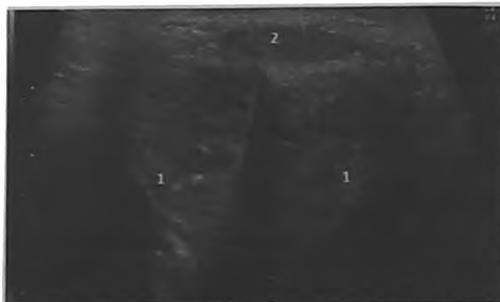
П., 24 г. Ишемический приапизм на фоне наркотической интоксикации. Поперечное УЗИ полового члена. «Сотовый» рисунок кавернозных тел. 1 – кавернозные тела, 2 – интактное спонгиозное тело
